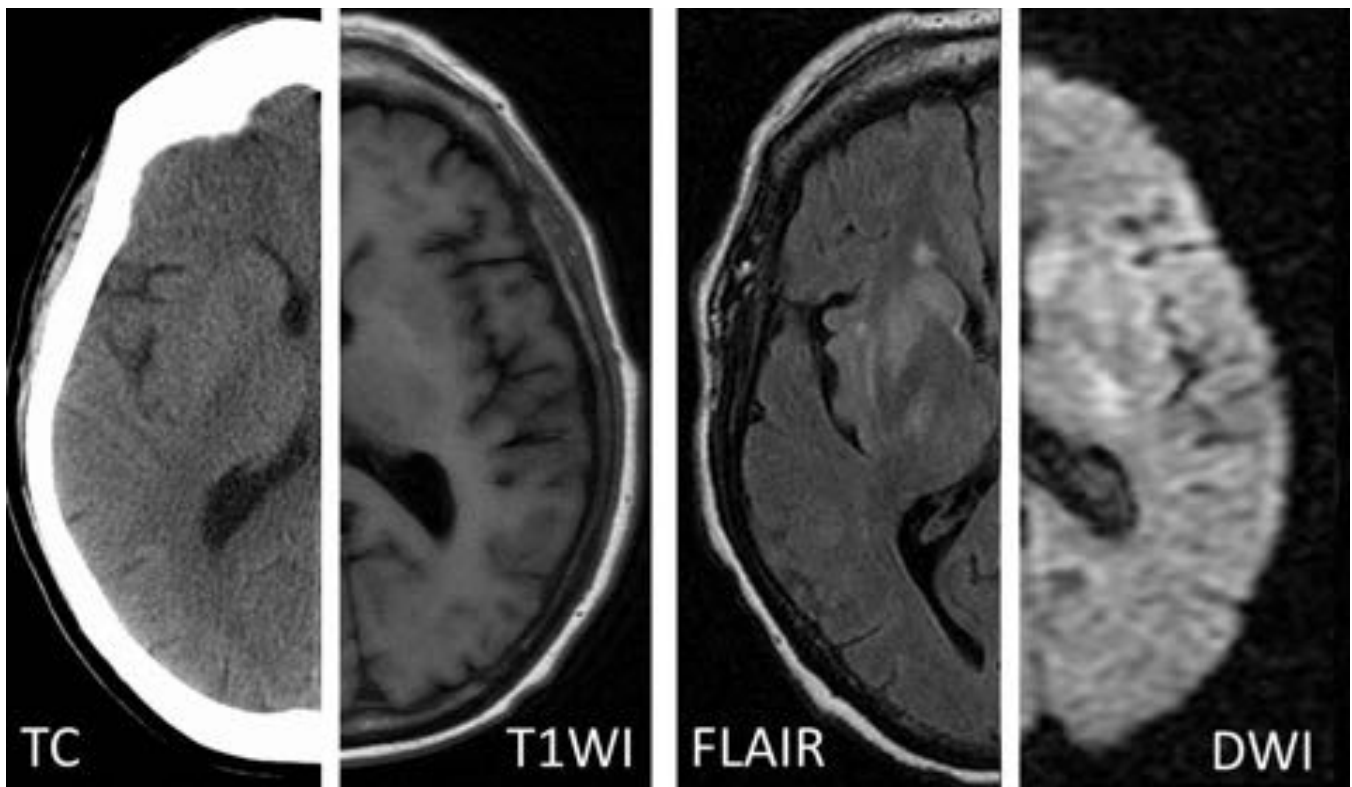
Síndrome diabético urémico. Varón de 61 años en diálisis peritoneal y con alteraciones del comportamiento. Hiperseñal T2 en ganglios basales y en hipocampos. En FLAIR se define mejor el «signo de la horca lenticular» (lenticular fork sign), en referencia al borde más hiperintenso que rodea a los núcleos lenticulares. Servicio de Radiodiagnóstico, Hospital Clínico Universitario Virgen de la Arrixaca, Murcia.
